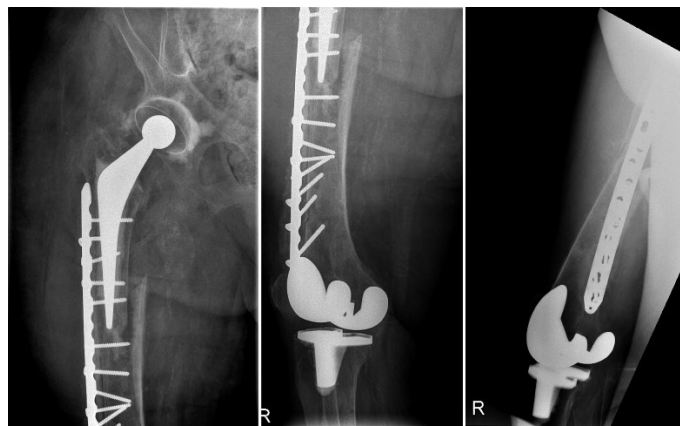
Stejný pacient, RTG po reosteosyntéze
